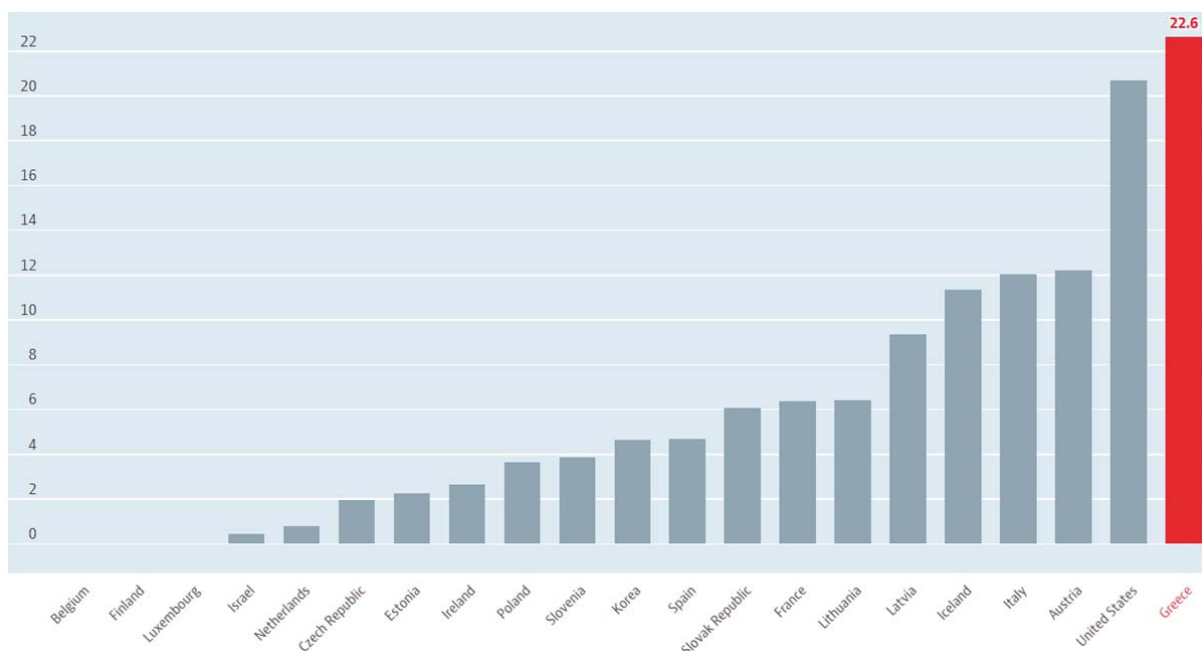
Εξετάσεις MRI ανά 1000 κατοίκους το διάστημα 2009-2019. Λεδομένα από OECD (10)
